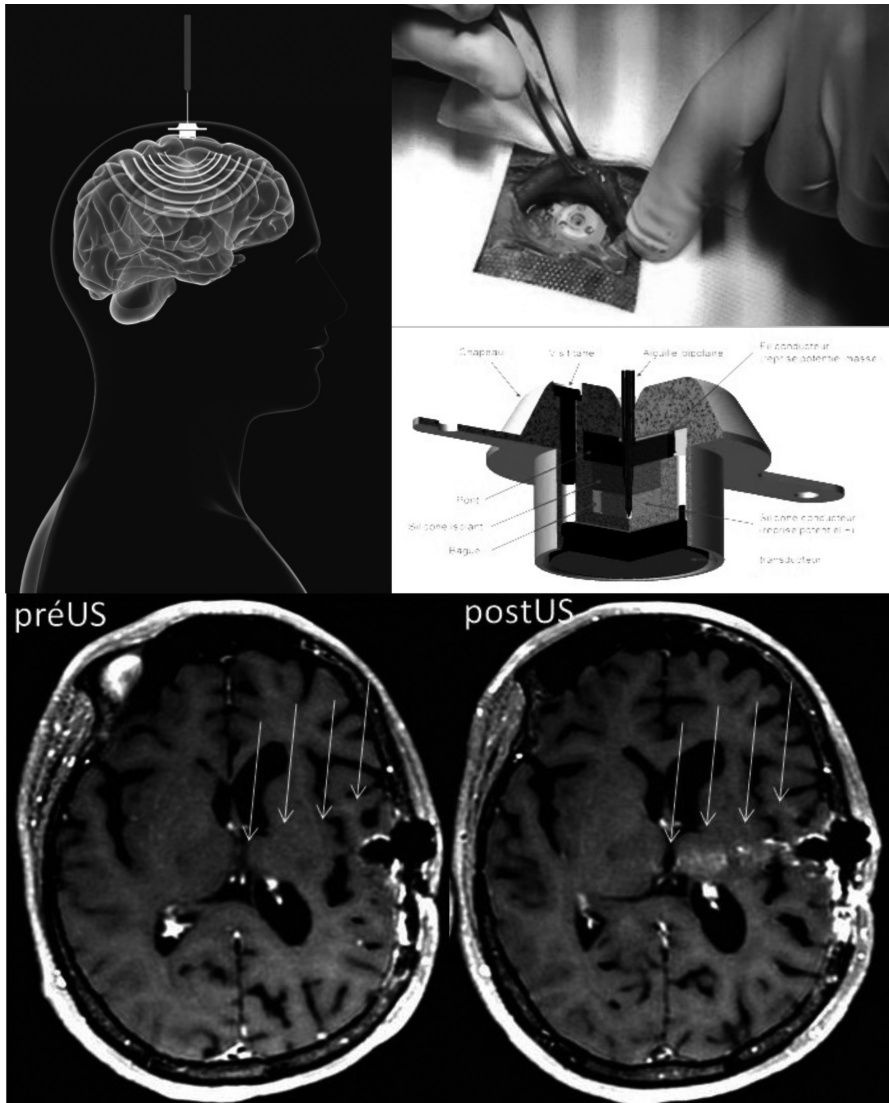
Émetteur ultrasonore implantable pour l'ouverture temporaire et réversible de la Barrière Hémato Encéphalique.
